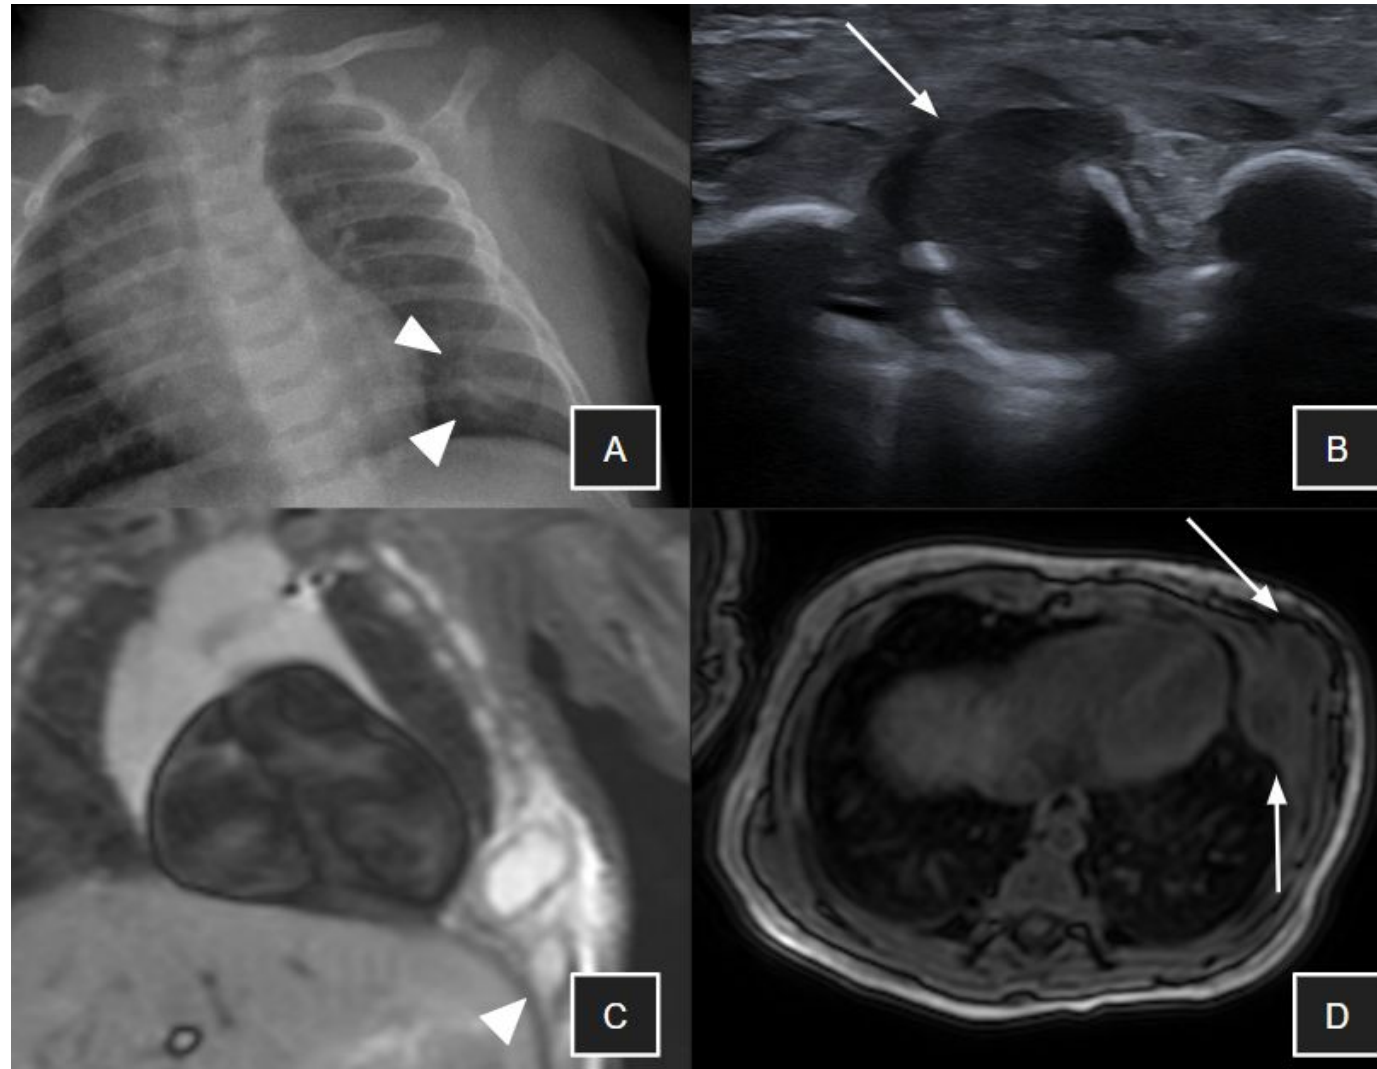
Lactante de 2 meses con hallazgos compatibles con osteomielitis costal aguda con colecciones. A: radiografía de tórax con lesión centrada en la unión costocondral de la sexta costilla izquierda, con expansión cortical (cabezas de flecha). B: ecografía que evidencia masa de partes blandas hipoeoica mal delimitada centrada en la unión osteocondral de la sexta costilla izquierda, con aparente discontinuidad cortical (flecha). C: secuencia STIR coronal que muestra expansión ósea y edema de médula ósea en el margen lateral de la sexta costilla izquierda, asociado a lesión nodular de aspecto quístico, con leve impronta sobre la superficie pleural. Se identifica además una segunda colección subcutánea (cabeza de flecha en C). D: secuencia axial DIXON OP tras gadolinio que demuestra realce periférico de la lesión y cambios inflamatorios asociados (flechas en D).
